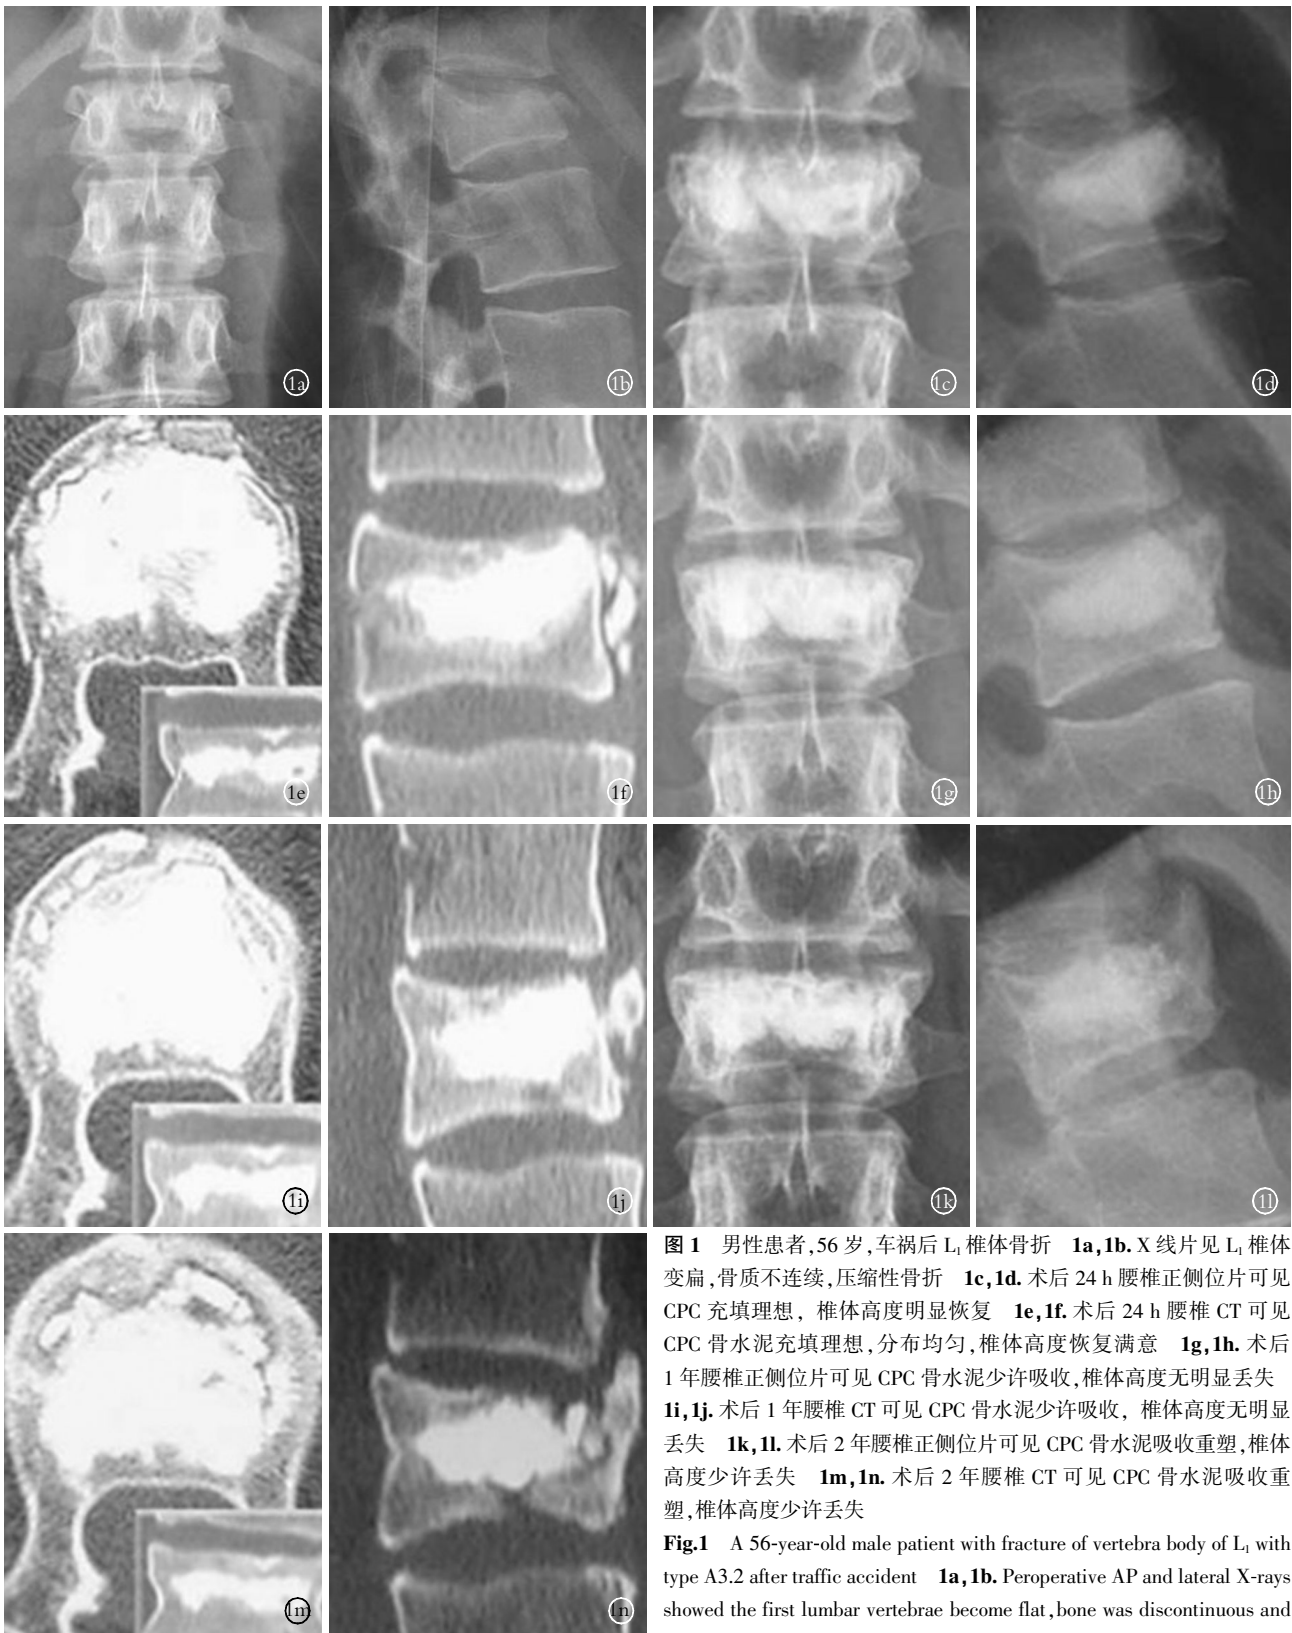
男性患者,56 岁,车祸后 L₁ 椎体骨折 1a,1b. X 线片见 L₁ 椎体变扁,骨质不连续,压缩性骨折 1c,1d. 术后 24 h 腰椎正侧位片可见 CPC 充填理想,椎体高度明显恢复 1e,1f. 术后 24 h 腰椎 CT 可见 CPC 骨水泥充填理想,分布均匀,椎体高度恢复满意 1g,1h. 术后 1 年腰椎正侧位片可见 CPC 骨水泥少许吸收,椎体高度无明显丢失 1i,1j. 术后 1 年腰椎 CT 可见 CPC 骨水泥少许吸收,椎体高度无明显丢失 1k,1l. 术后 2 年腰椎正侧位片可见 CPC 骨水泥吸收重塑,椎体高度少许丢失 1m,1n. 术后 2 年腰椎 CT 可见 CPC 骨水泥吸收重塑,椎体高度少许丢失
